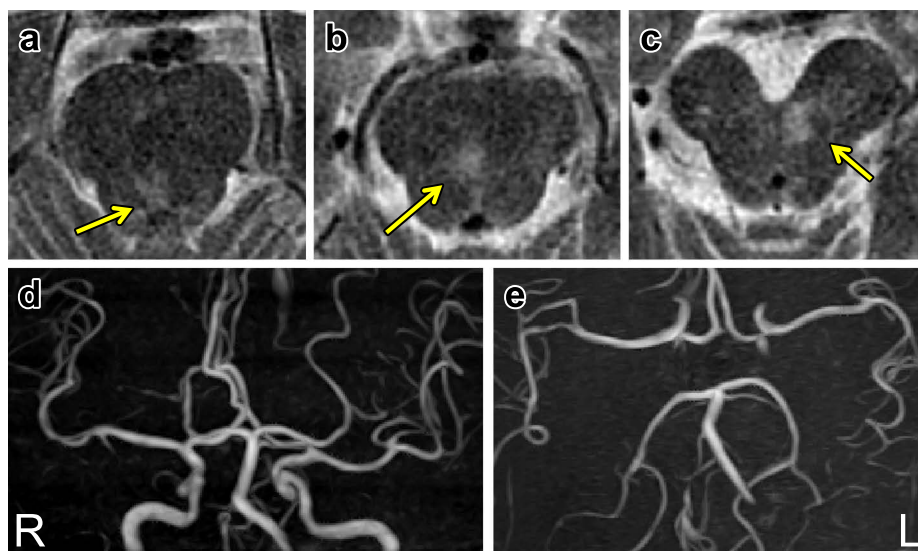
Magnetic resonance imaging/angiography.
